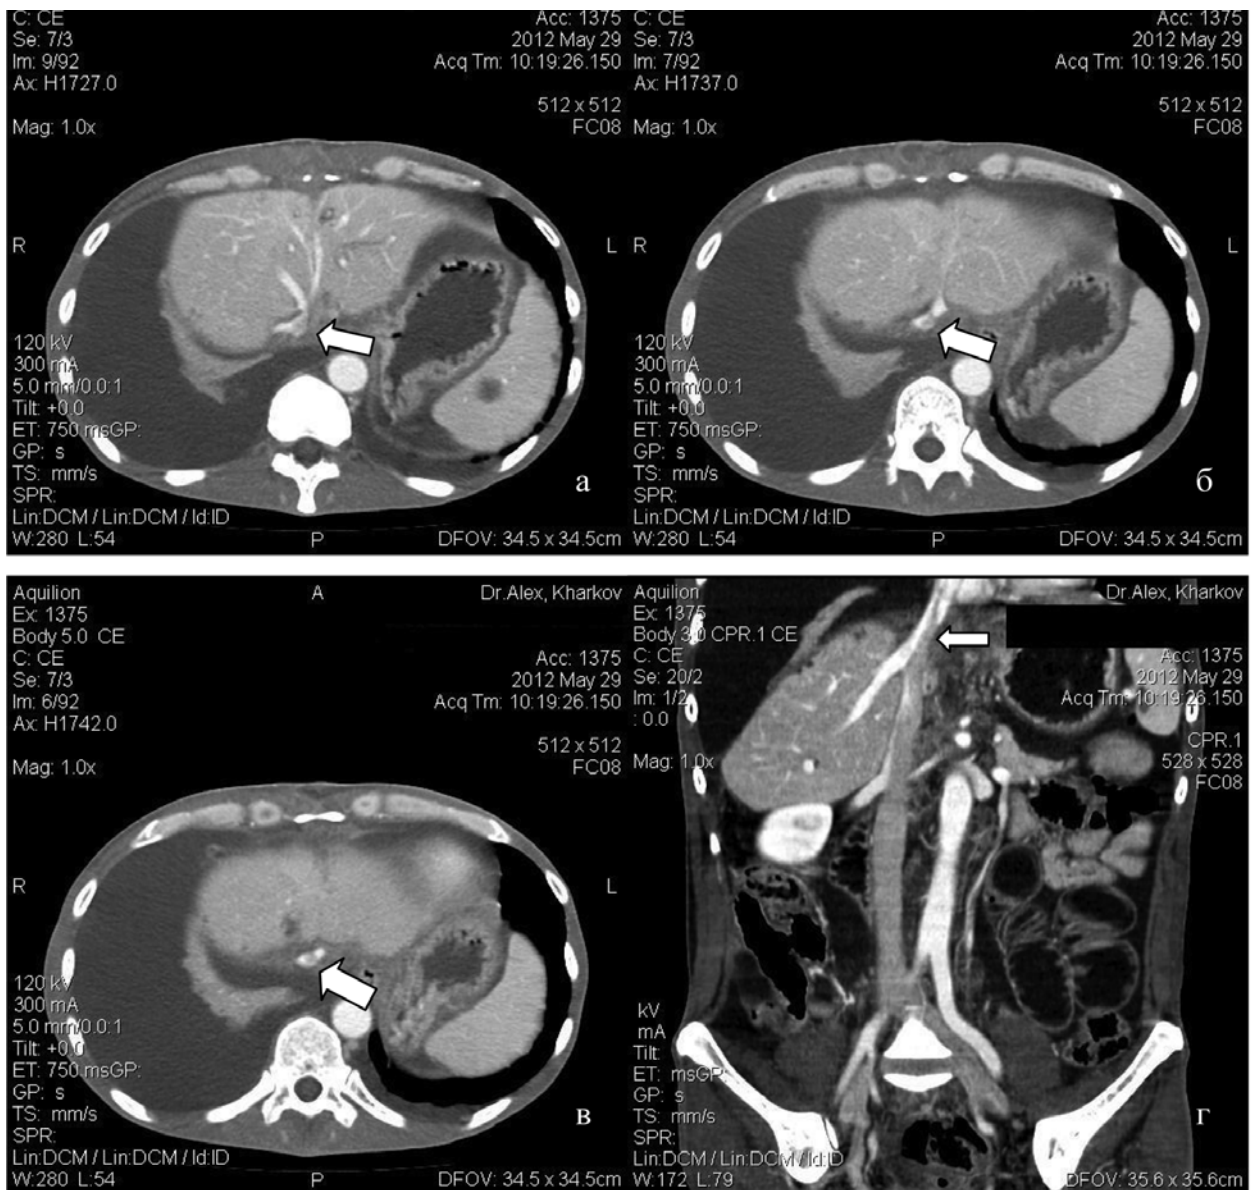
МСКТ: а, б — аксиальные срезы на уровне впадения печеночных вен; в — наддиафрагмальный уровень; г — коронарная реконструкция. Стрелками показан пристеночный субокклюзирующий дефект контрастирования нижней полой вены, остаточный диаметр на уровне почечных артерий до 5 мм, на уровне печеночных артерий до 3 мм
